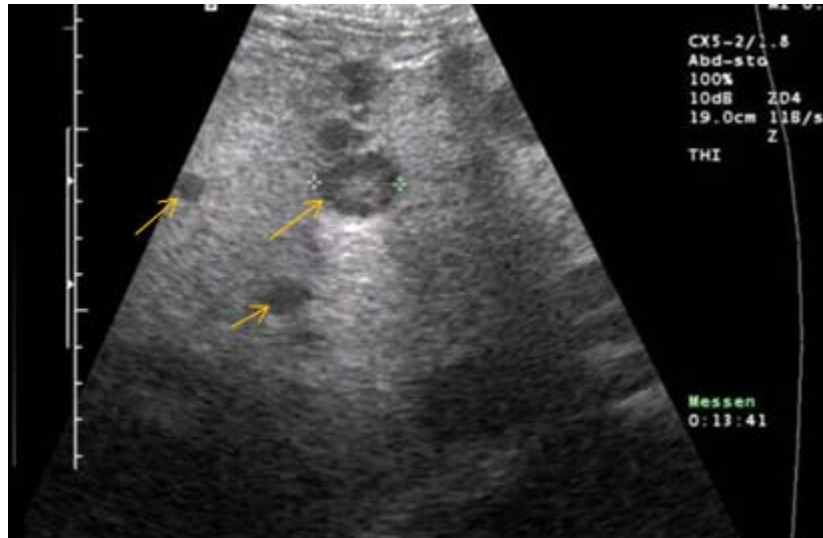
échographie abdominale objectivant des nodules en cocarde en rapport avec des métastases hépatiques multiples de petite taille (→).
